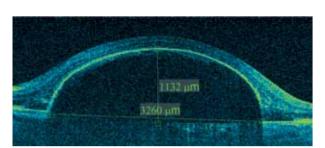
Оптическая когерентная томография макулы пациента с экссудативной отслойкой пигментного эпителия
